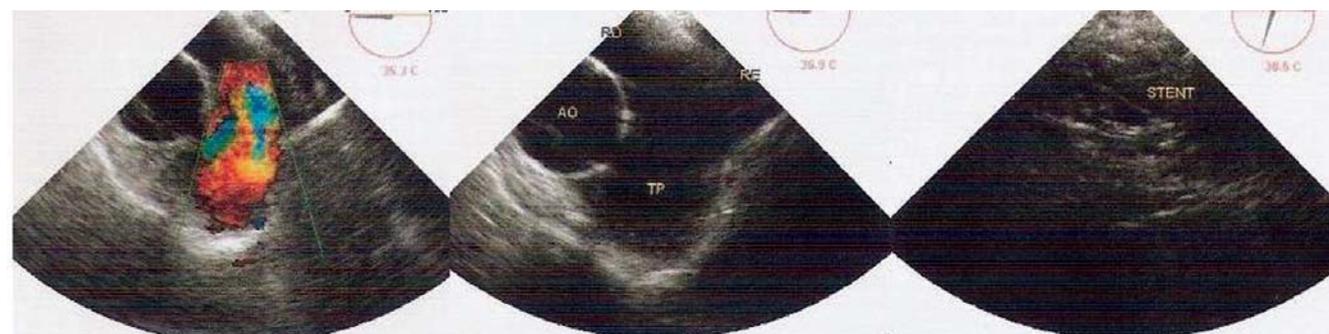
Ecocardiografia transesofágica pós-operatória demonstrando ausência de shunt aorto-pulmonar após implante da endoprótese auto-expansível
